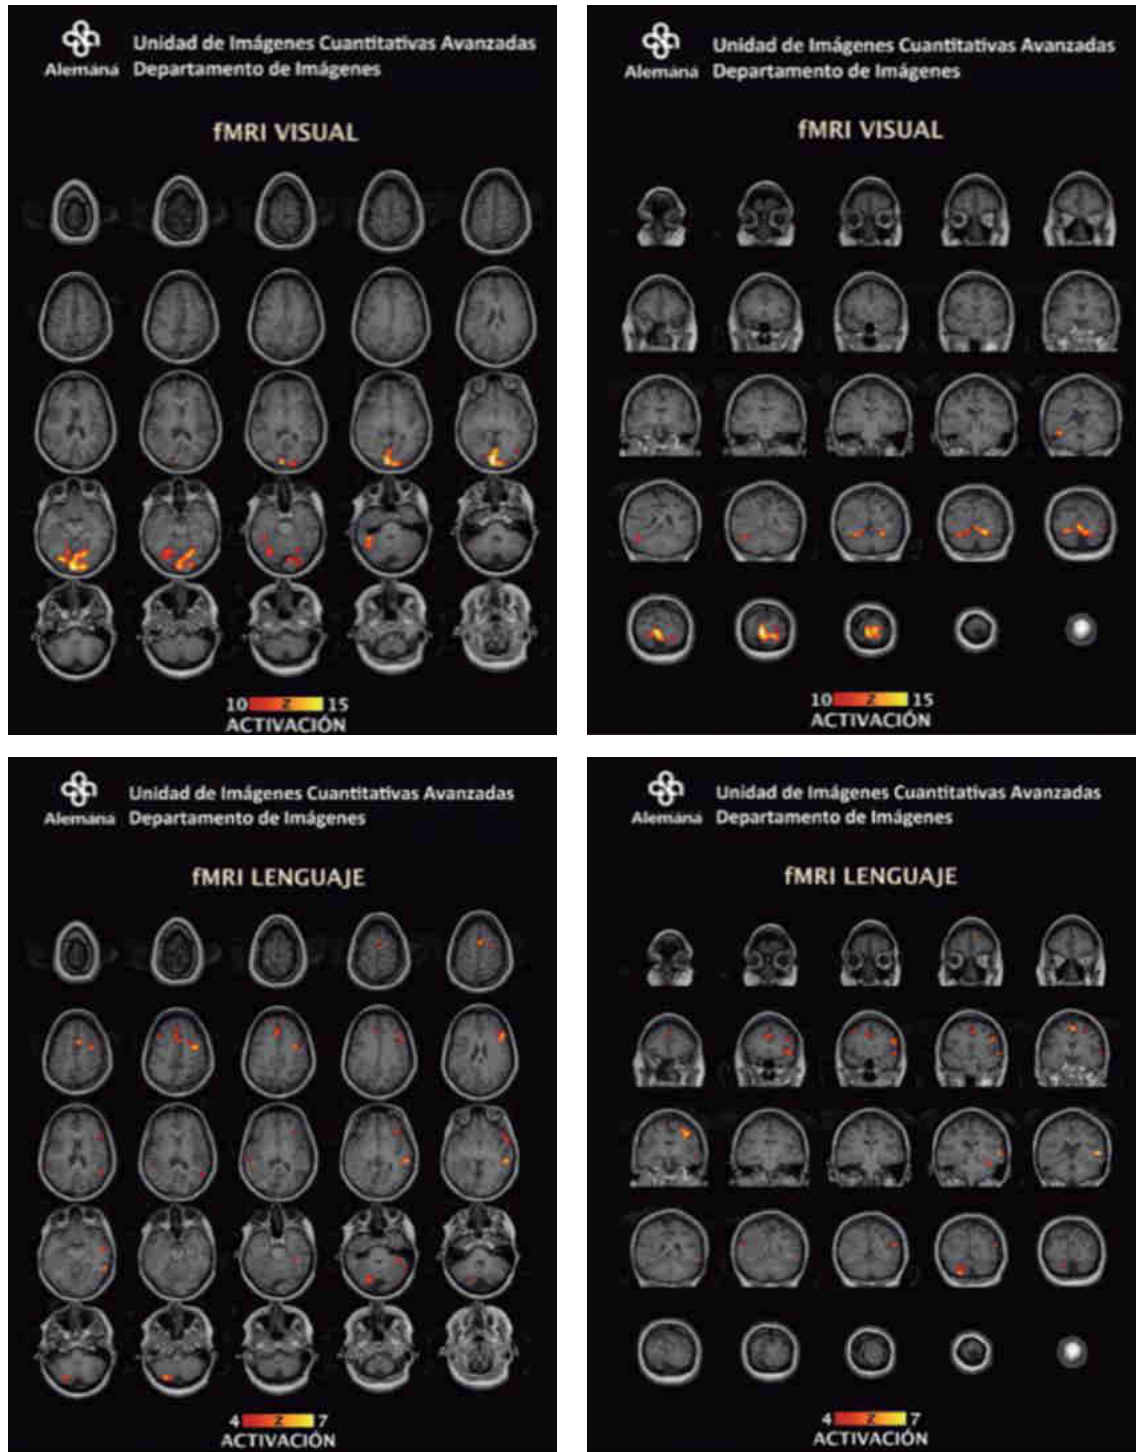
Imágenes resumen de la RM funcional visual y de lenguaje de una paciente portadora de una extensa alteración del desarrollo cortical. En escala de rojos, se demuestran aquellas áreas en que hubo una caída significativa de la señal BOLD, lo que traduce activación de la corteza visual (línea superior) que fue mayor a izquierda, y de las áreas del lenguaje (línea inferior) con lateralización izquierda.
